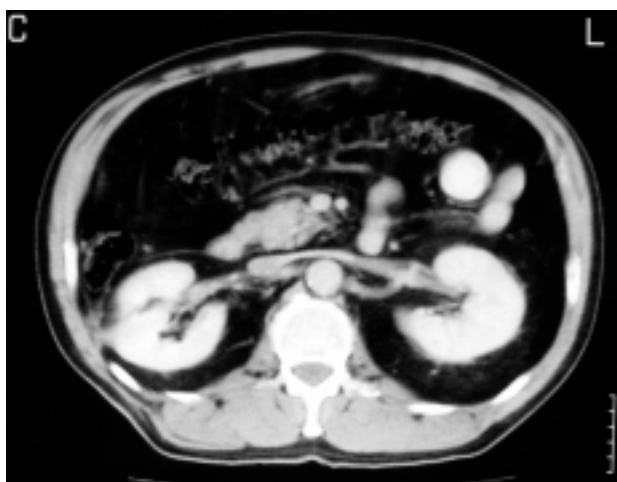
TC 6 meses post-tumorectomía.
